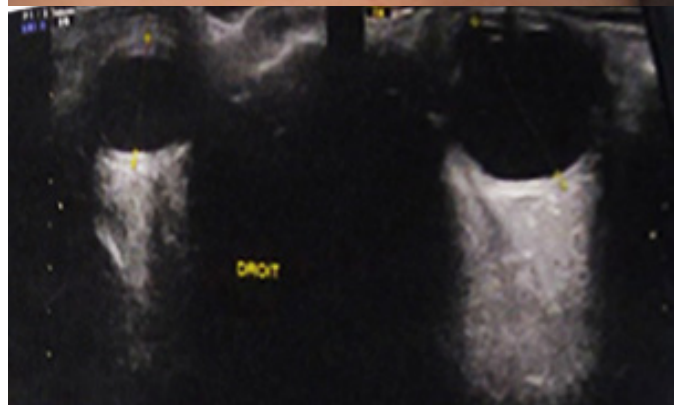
image montrant un nourrisson ayant une enophtalmie avec microphthalmie de l'œil droit. A l'échographie, on note une longueur axiale beaucoup plus petite du côté droit avec présence du cristallin dans le vitré.
